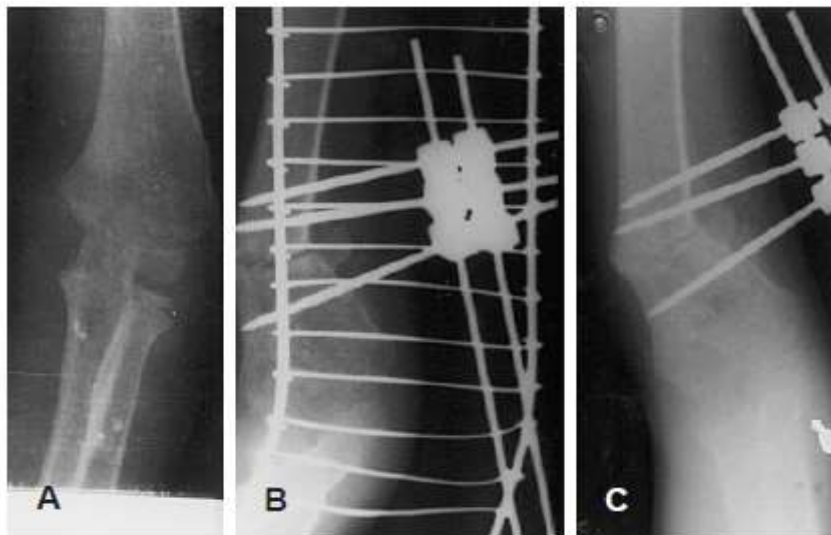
A) Radiographie face du coude gauche montrant un cubitus varus de plus de 30°. (B) Radiographie de face du coude 6 semaines après l'OSE et la fixation externe. (C) Radiographie profil du coude.
